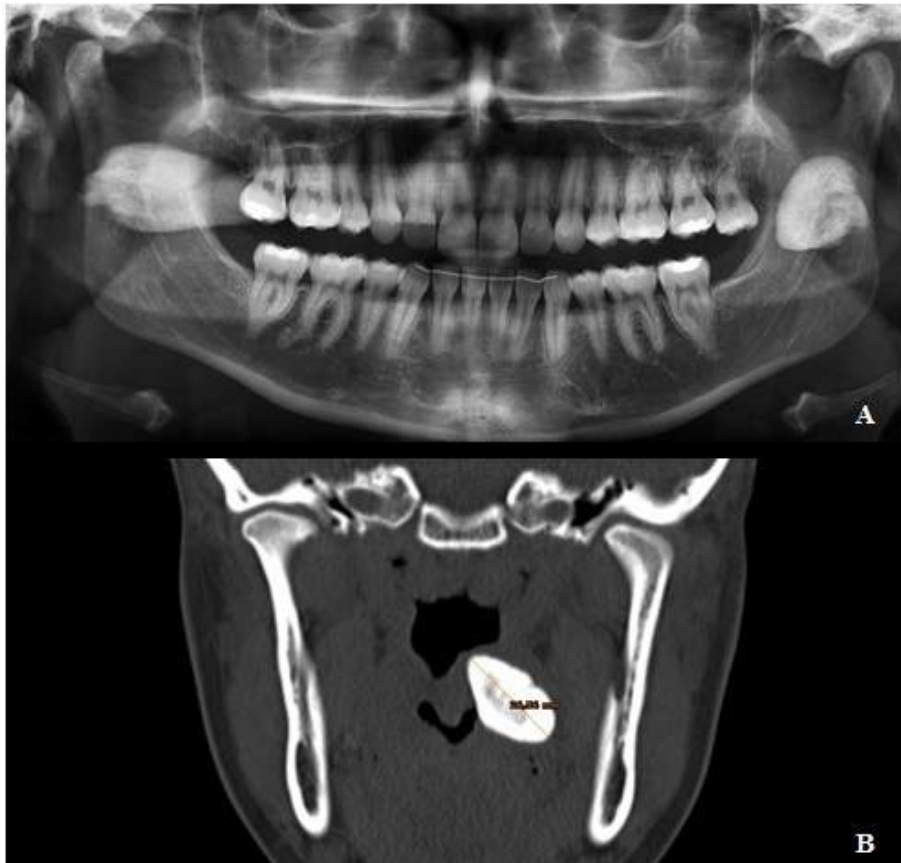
Ortopantomografía donde se observa calcificación en región de rama ascendente de mandíbula izquierda con imagen fantasma contralateral. 1B. En la TC se observa una imagen osteódensa de 26mm no dependiente de la rama mandibular.
